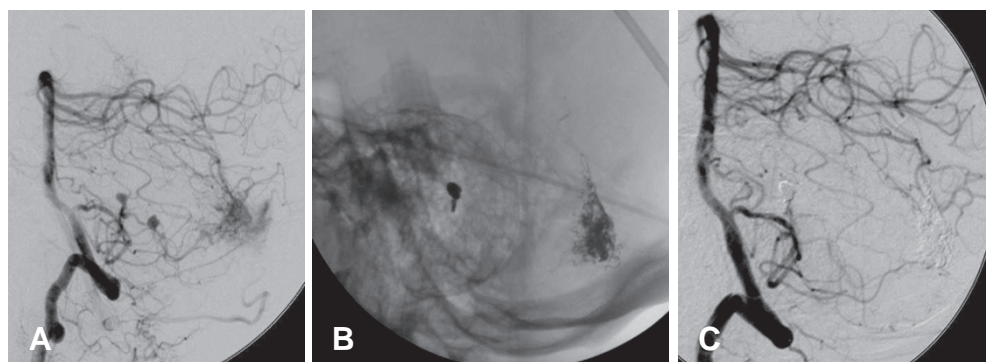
Angiographie der A. vertebralis bei einem Patienten mit einer akuten Blutung in der hinteren Schädelgrube. Das Angiogramm (A) zeigt ein kleines Aneurysma an einem zuführenden Gefäß und ein Angiom am Kleinhirn. Teilabbildung (B) zeigt, dass das Aneurysma mit Platinspiralen endovaskulär versorgt wurde, und zeigt den Ausguss des Angiomnidus mit einem röntgendichten Embolisat. Teilabbildung (C) zeigt die Kontrollangiographie mit komplettem Verschluss des Aneurysmas und komplettem Verschluss des Angioms.
